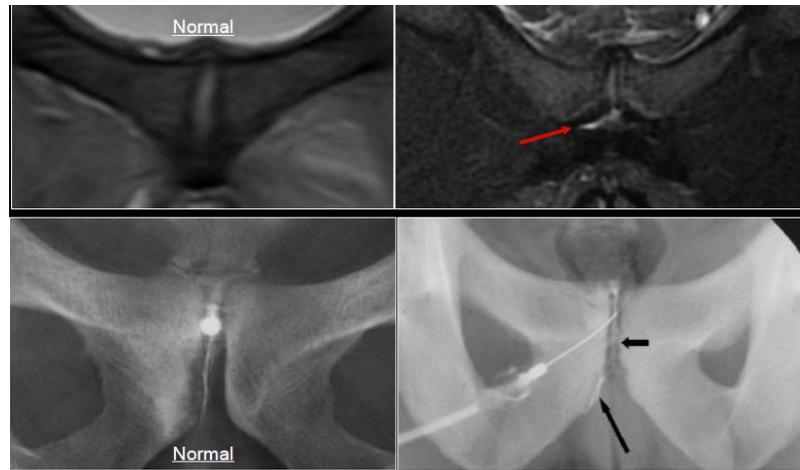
IRM (symphyse pubienne)
